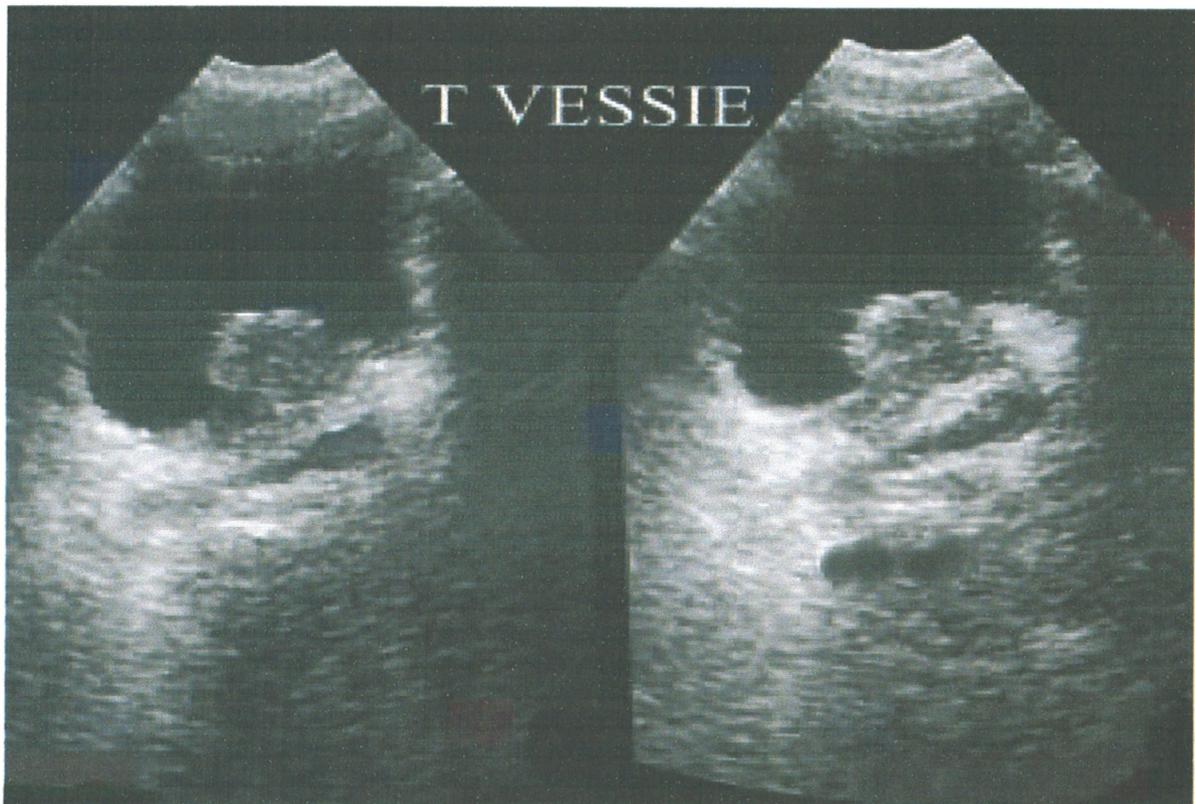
Image échographique d'une tumeur de vessie.
